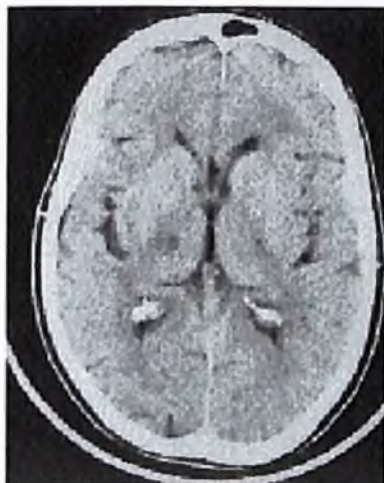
TC craneal. Lesión hipodensa talámica derecha en un paciente con un síndrome sensitivo puro.
